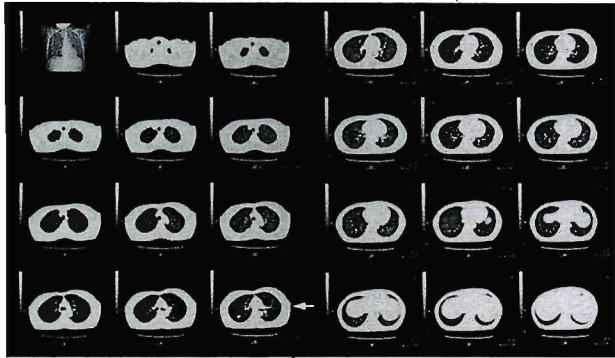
Helical CT images.this images were taken in only two breath holds, 10 - 15s, for one and 30 - 40s, for the period.
